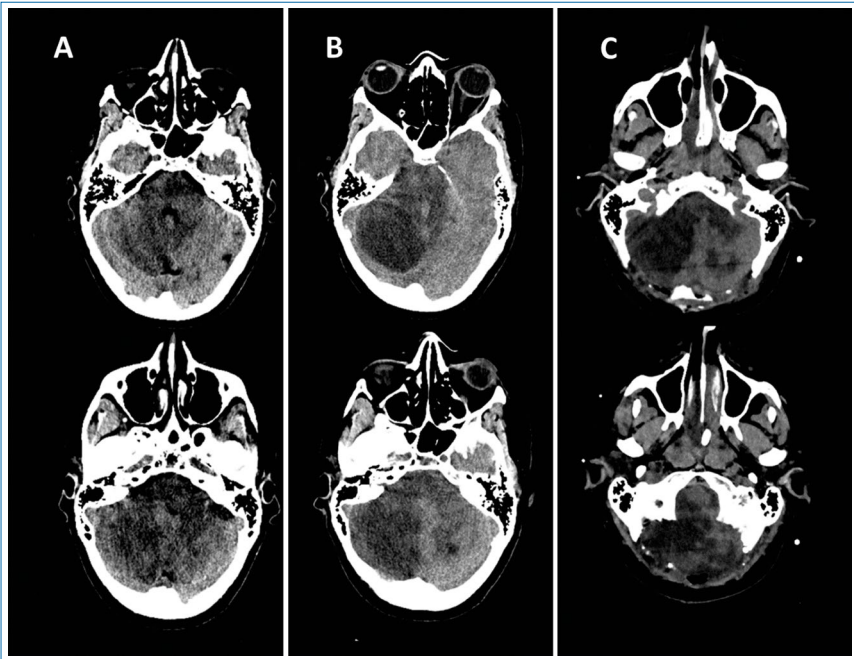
TC basal en fase aguda que muestra isquemia de arterias cerebelosas predominante en territorio de arteria cerebelosa postero-inferior derecha (A). A las 24 horas se realiza TC que muestra efecto de masa (B), realizándose craneotomía suboccipital bilateral, más amplia en lado derecho. 48 horas después se valora resultado en TC de control (C). Fuente: autores.
